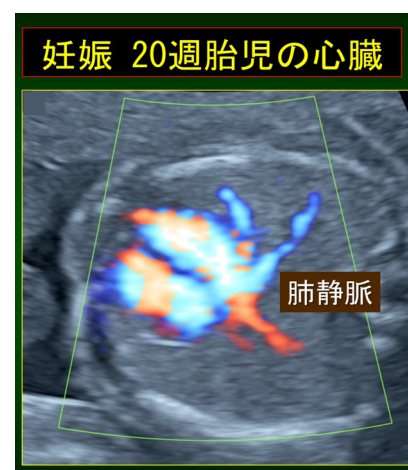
超音波ドプラ法による妊娠 20 週における肺静脈血流の描出
